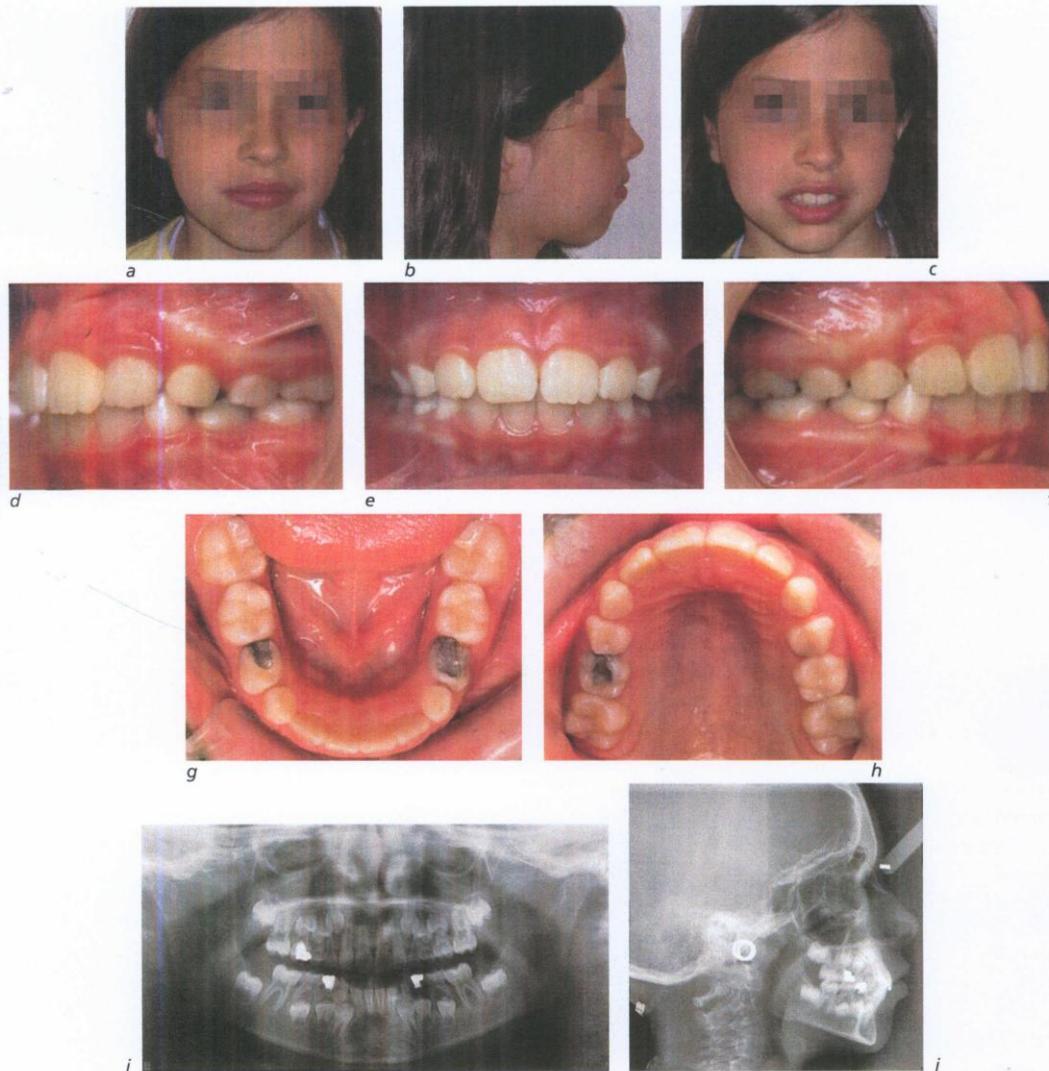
Visage (a, b, c), vues intrabuccales (d, e, f, g, h), radiographie panoramique (i), téléradiographie de profil (j).
